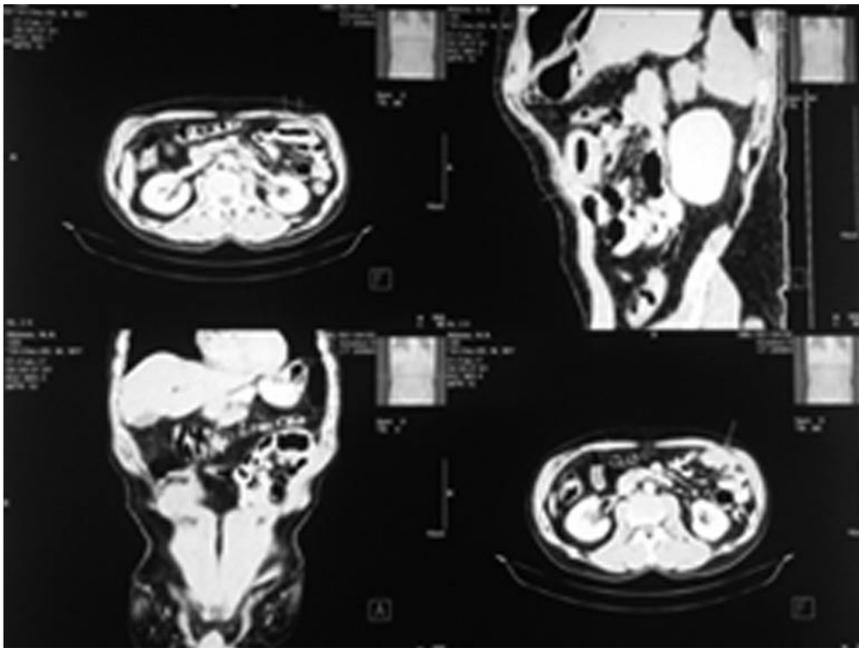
КТ брюшной полости с контрастированием, опухоль тонкой кишки.
